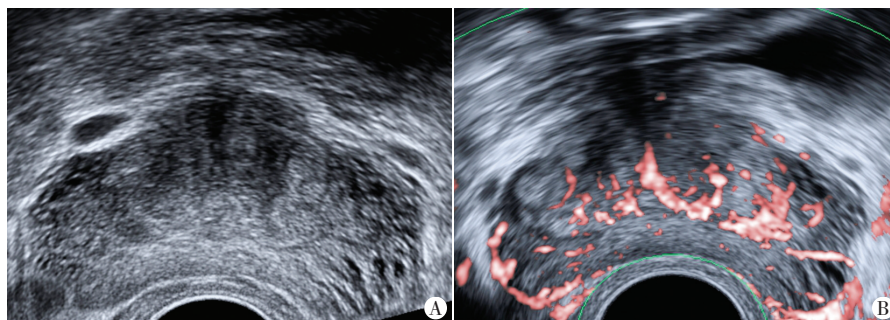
前列腺增生患者(62岁)常规超声图像(A)及SMI图像(B),常规超声未发现可疑病灶,SMI 0级。tPSA为7.90 ng/ml, fPSA为0.84 ng/ml
